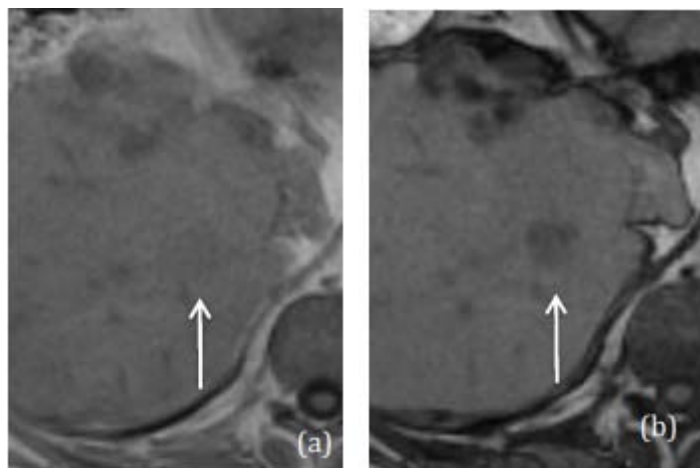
IRM hépatique : Chute du signal du nodule visualisé sur la séquence en pondération T1 en opposition de phase (OP) (b), par rapport à la séquence en phase (IP) (a) et comparativement au reste du parenchyme : Graisse intra-lésionnelle[16]
